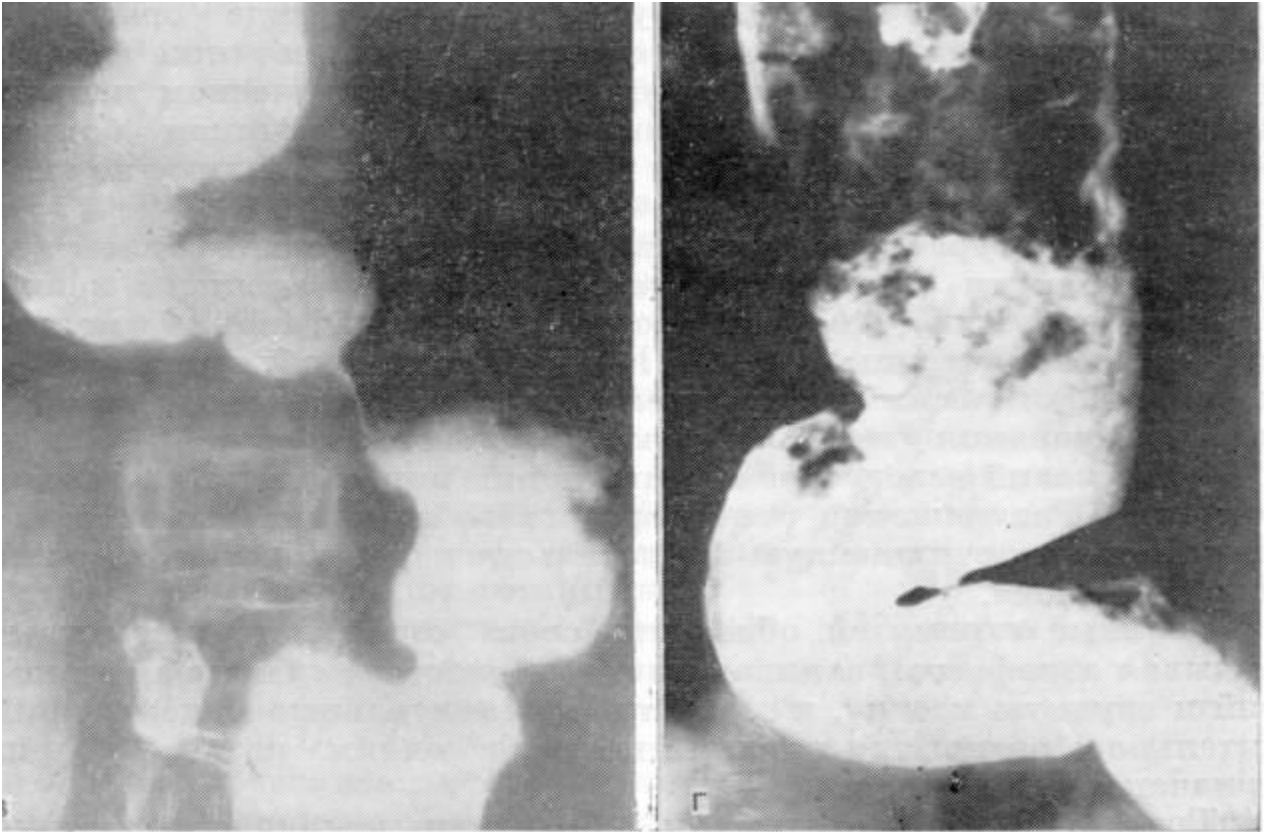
Рентгенограмма. Ахалазия кардии 4 стадии. В – S-образная деформация пищевода, г – эзофагит.
